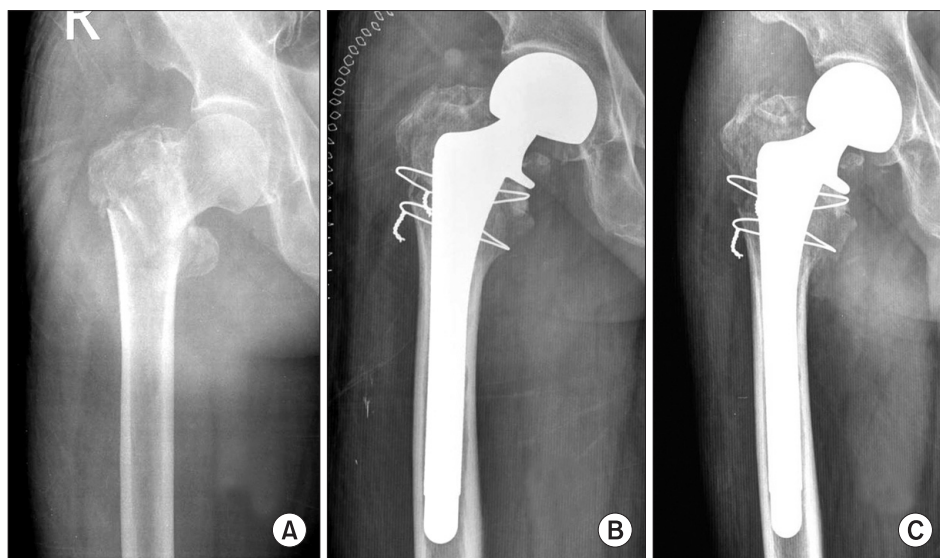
A 79-year-old man with AO type A2.3 intertrochanteric fracture (A). Bipolar hemiarthroplasty was done using a cementless femoral prosthesis with 15 mm in diameter (B). Radiograph took 18 months after operation shows stable fixation of the prosthesis (C).
